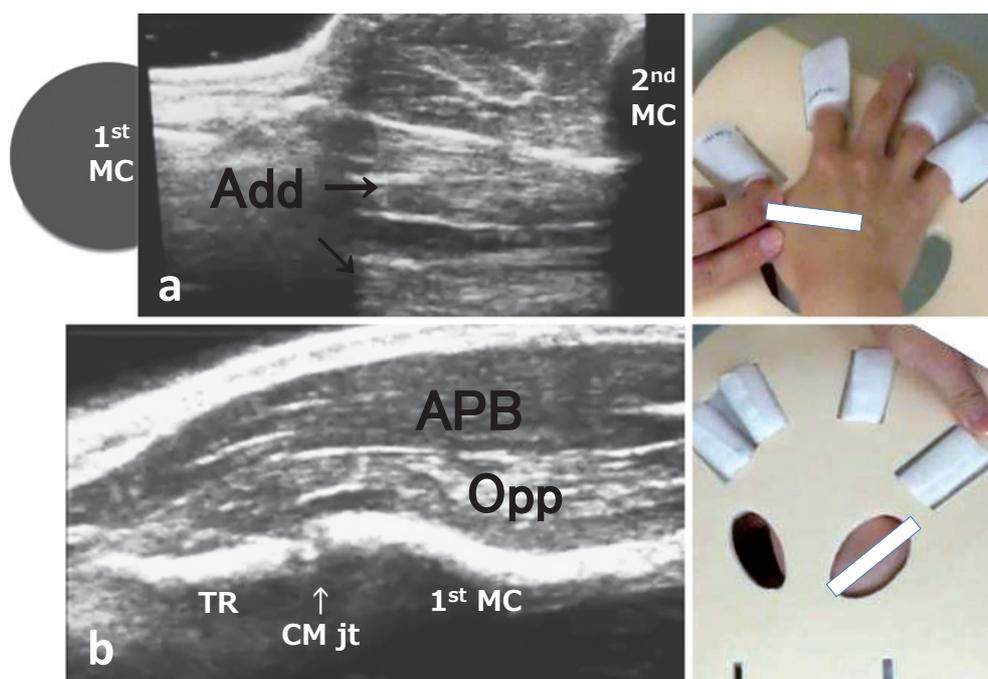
Results of ultrasonography; the white bars in the images on the right indicate the location of the echo probe. a) The axial image of the dorsal aspect between the first and second metacarpal bones revealed contraction of the adductor (Add) of the thumb in tandem with the middle finger exercise (EX). b) The longitudinal image of the palmar aspect along the thenar revealed contraction of the abductor pollicis brevis (APB) and the opponens pollicis (Opp).
